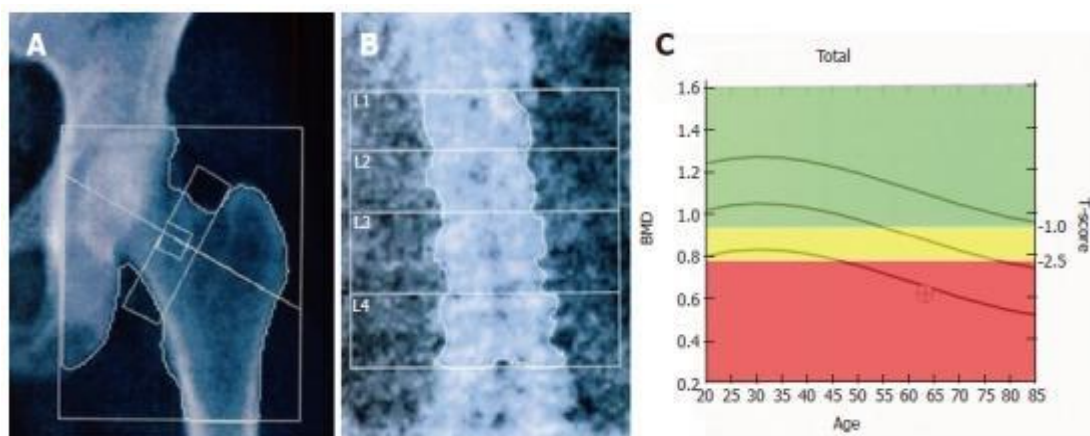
Двойная рентгеноабсорбциометрия в контрольных точках. А: Двойная рентгеновская абсорбциометрия (DXA) шейки бедренной кости; В: ДРА-обследование поясничного отдела позвоночника с анализом тел позвонков (L1-L4); С: Графическая кривая значений Т-показателя, нормализованных по возрасту. Зеленая область панели указывает на нормальные значения Т-показателя ($\geq -1,0$), желтая область указывает на остеопению ($< -1,0$, но $> -2,5$), а красная область указывает на остеопороз ($< -2,5$). МПК: минеральная плотность кости
